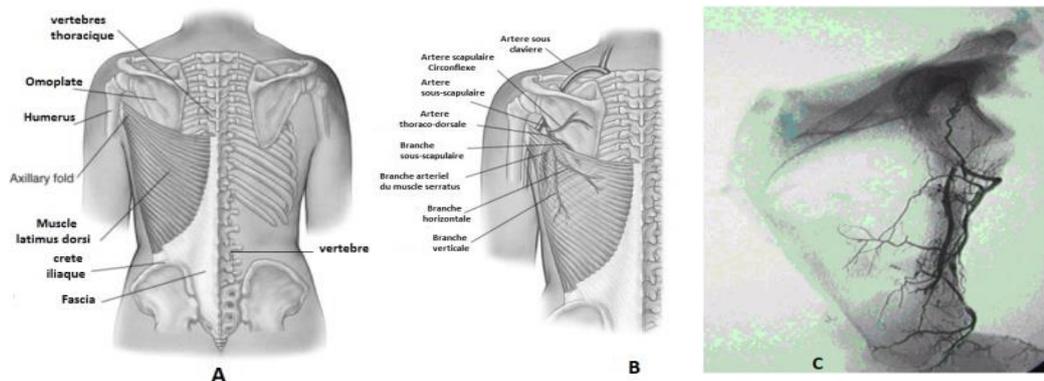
Anatomie Latimus Dorsi. A. Topographie Muscle LD. B. Vascularisation LLD. C. Radiographie de la vascularisation du LLD. Annale de chirurgie plastique et esthétique 2006.
